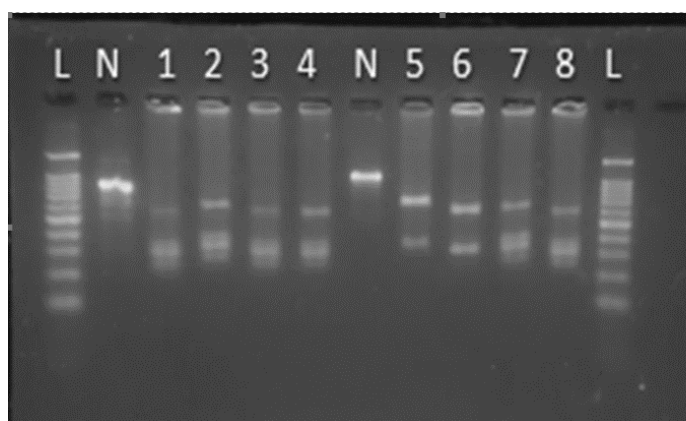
Digestão da região *TaqI* do gene *VDR*. L – Padrão de peso molecular; N – Produto de PCR do gene *TaqI* de 740 pb; Amostras 01, 03, 04, 07 e 08 apresentam genótipo CC; Amostras 02 – apresentou genótipo heterozigoto TC
